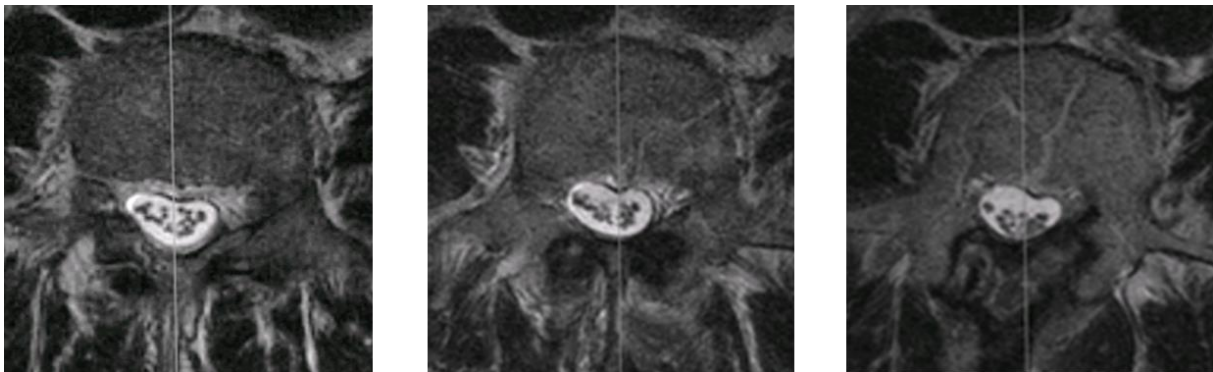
T2-gewichtete MRT-Aufnahmen eines präoperativ (links) und unmittelbar postoperativ (Mitte) positiven SedSigns, sowie eines postoperativ negativen Zeichens (rechts) zur dreimonatigen Kontrolluntersuchung
